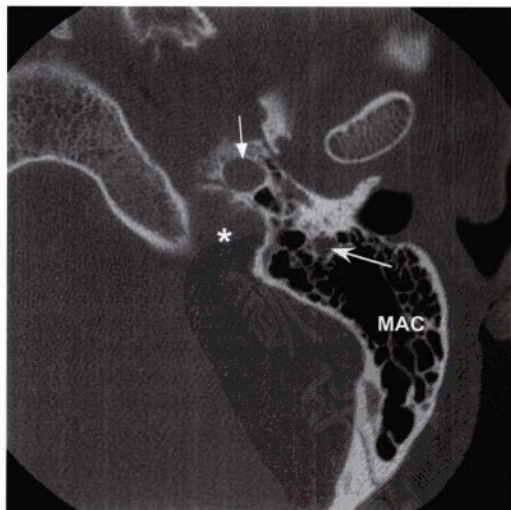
经颈静脉孔（星号）层面的左侧颞骨高分辨率轴位CT，显示下降的面神经管乳突段（直箭头）平滑扩大。图中可见乳突气房（MAC）和颞骨岩部颈动脉管（凹箭头）。
